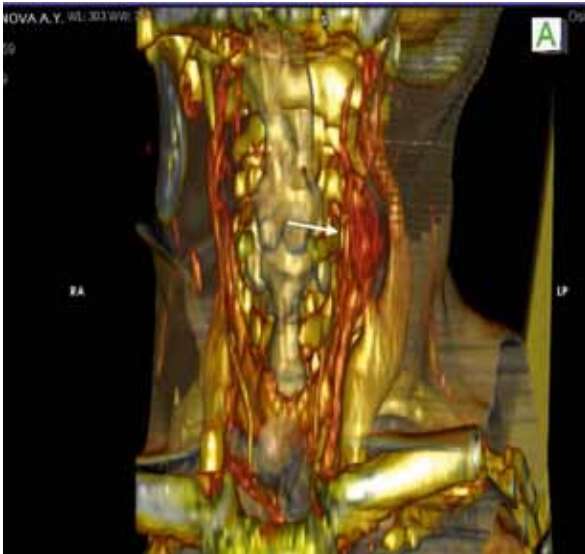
Контрастная СКТ с RGB-моделированием и VRT-реконструкцией. На томограмме четко визуализируется каторитдная хемодектома, интенсивно накопившая контраст, бифуркация сонной артерии, внутренняя и наружная сонные артерии, внутренняя яремная вена, гортанная часть глотки и трахея. Идентичность цветового окрашивания новообразования и магистральных артериальных сосудов подтверждает наличие сосудистой опухоли.
